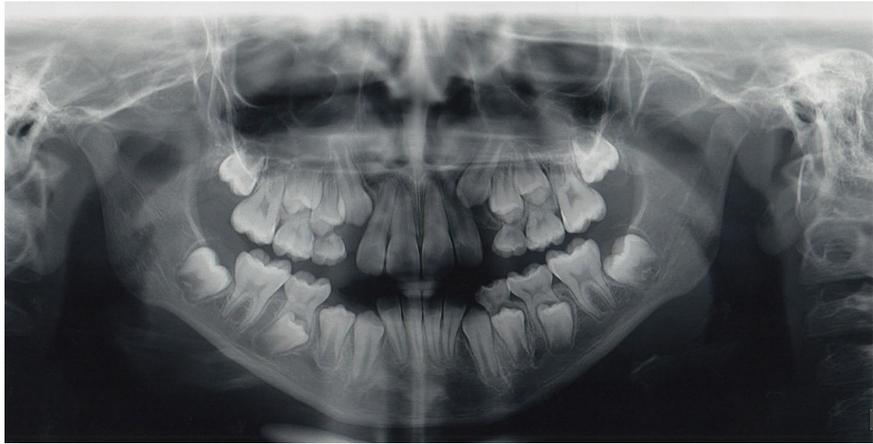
Radiografia panorâmica para reavaliação da dentição.
